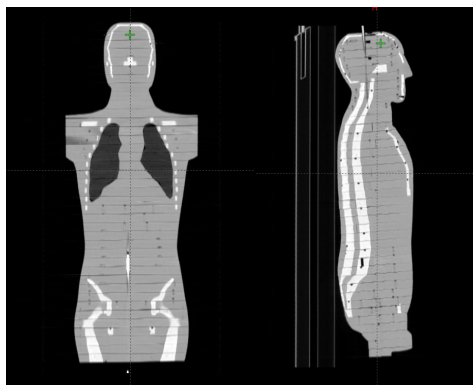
Компьютерная томограмма модифицированного антропоморфного фантома
